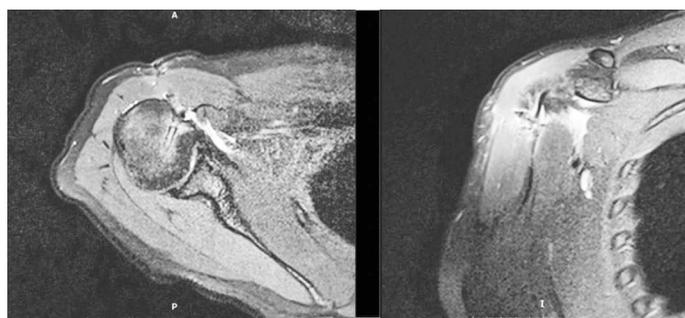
МРТ пациента Б. после оперативного лечения (через 12 недель)
